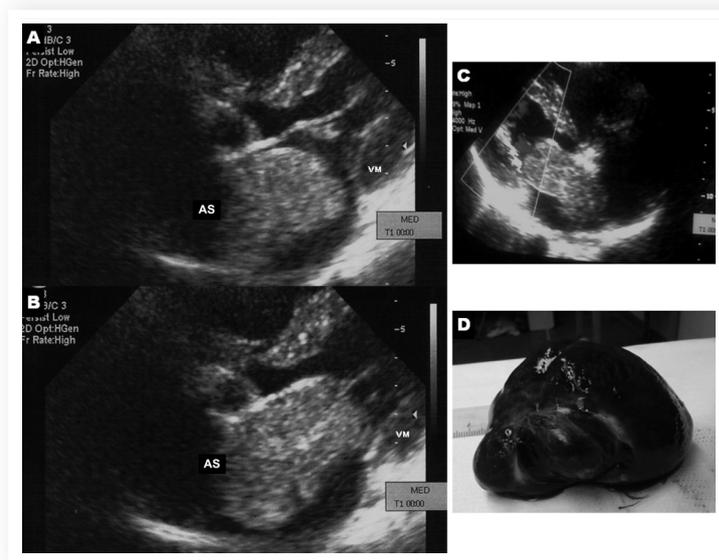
Ecocardiogramma transtoracico (sezione parasternale asse lungo): mixoma atriale sinistro prolassante in diastole attraverso l'orifizio mitralico (A), più evidente durante la sistole atriale (B, C), determinante una severa stenosi mitralica funzionale. Fotografia del tumore cardiaco asportato (D). AS, atrio sinistro; VM, valvola mitrale.
